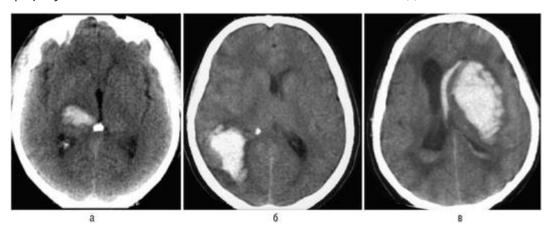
Внутримозговые гематомы разных локализации и объема (компьютерная томограмма): а - небольшая смешанная внутри-мозговая гематома правого зрительного бугра, внутренней капсулы и подкорковых ядер; незначительная компрессия и смещение задних отделов III желудочка влево; б - внутримозговая гематома правой теменной доли, средних размеров; умеренное смещение срединных структур влево; в - большая смешанная внутримозговая гематома передних отделов левого полушария с прорывом в правый боковой желудочек; выражены компрессия и дислокация мозга вправо
